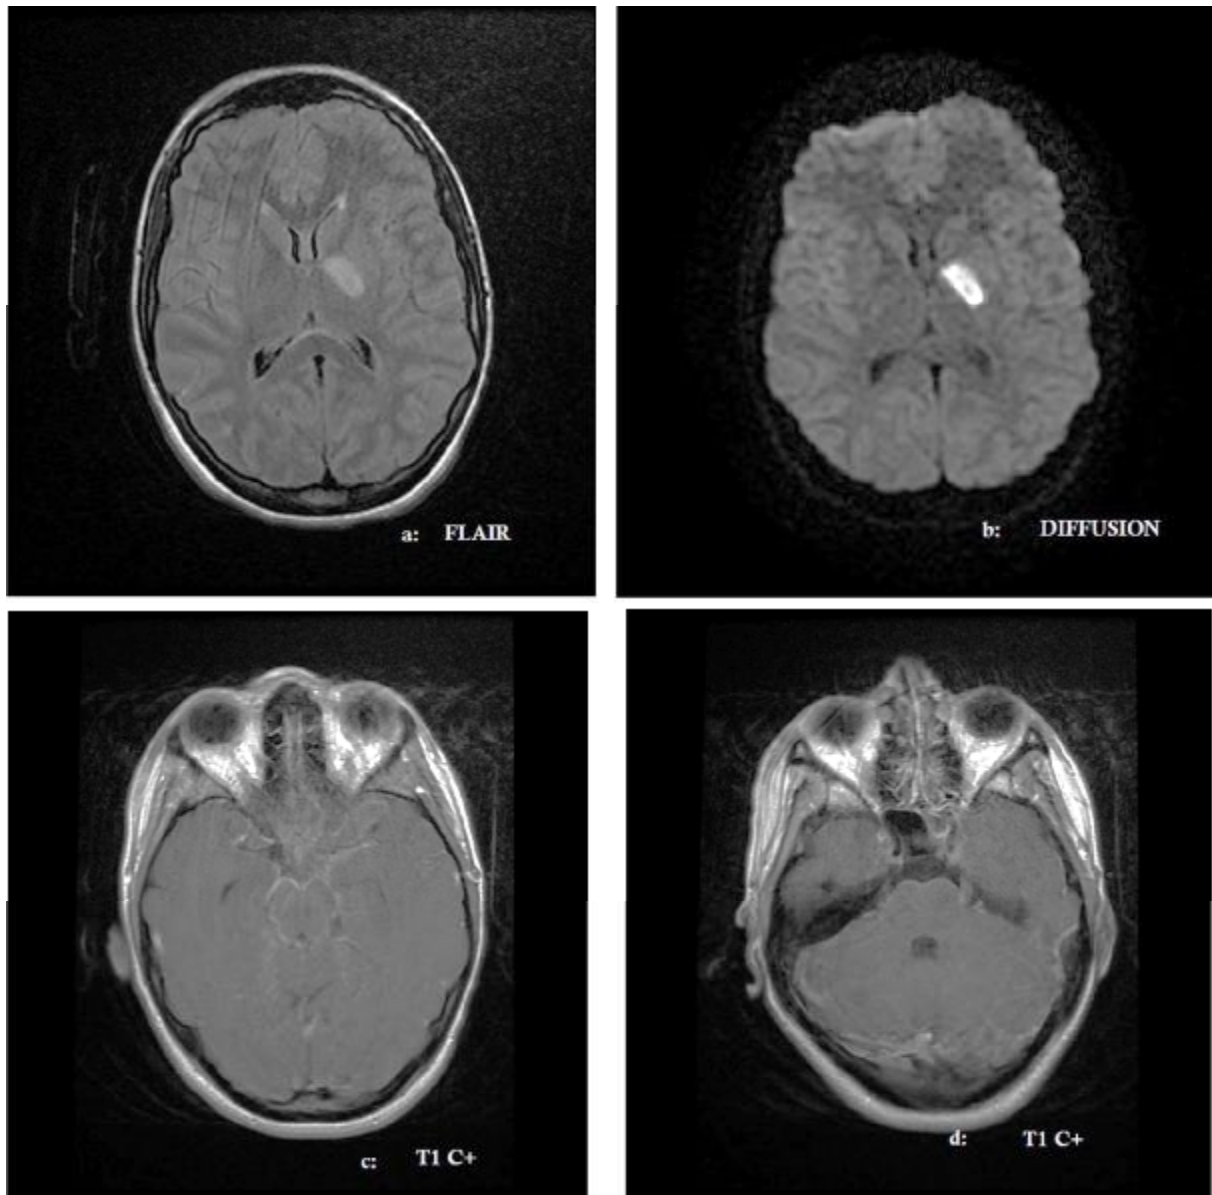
Patiente âgée de 18 ans admise pour prise en charge d'un syndrome méningé. IRM cérébrale en coupe axiale flair (a) diffusion (b), T1c+ (c, d) montrant un épaissement méningée inter pédonculaire, péripontique et de la vallée sylvienne « méningite de la base, « associée à une plage ischémique aiguë hyperintense en diffusion capsulo lenticulaire gauche : méningo vascularite de la base.
